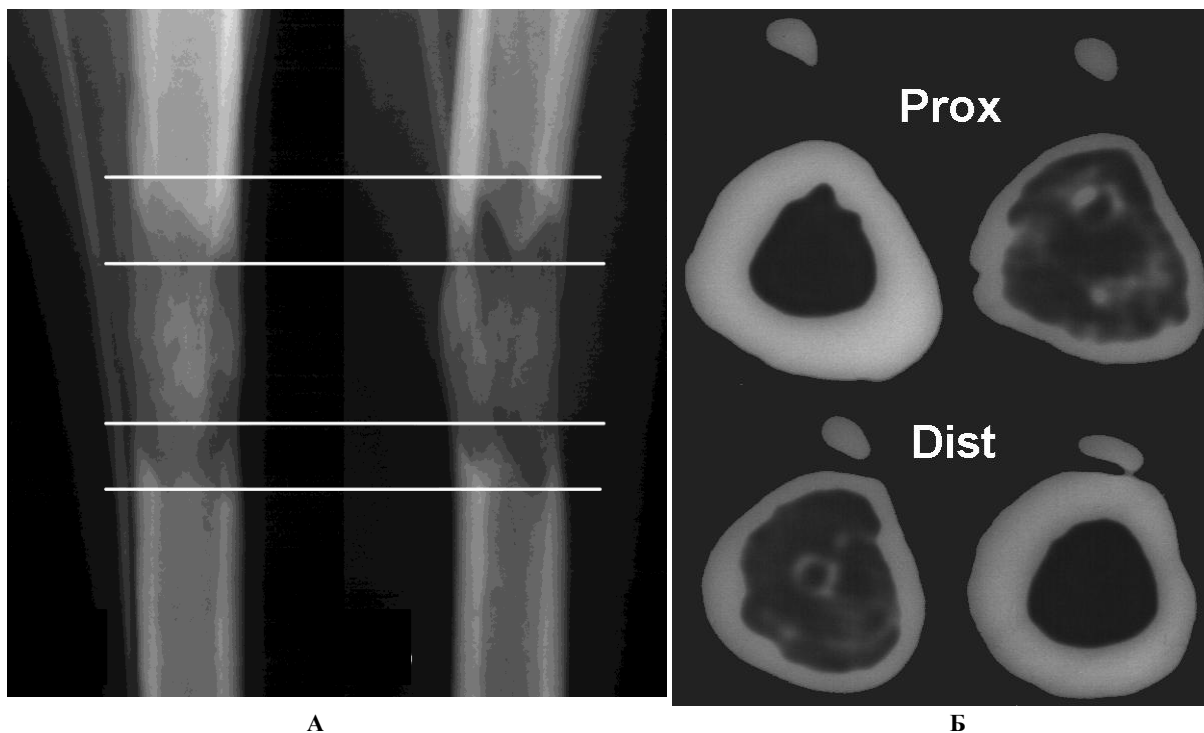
Компьютерная томография позволяет изучать процесс органотипической перестройки дистракционного регенерата. А - примерные уровни томографических срезов через материнскую и новообразованную кость в проксимальной и дистальной частях регенерата в периоде фиксации; Б - материнская и новообразованная корковая пластинка в томограммах на проксимальном и дистальном уровнях регенерата.
